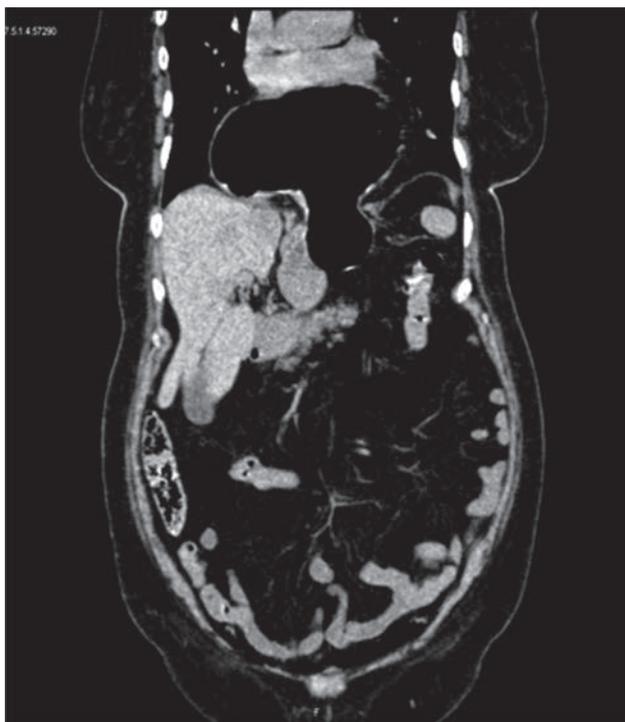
Tomografía computada tóraco-abdominal en la que se observa el desplazamiento gástrico.
